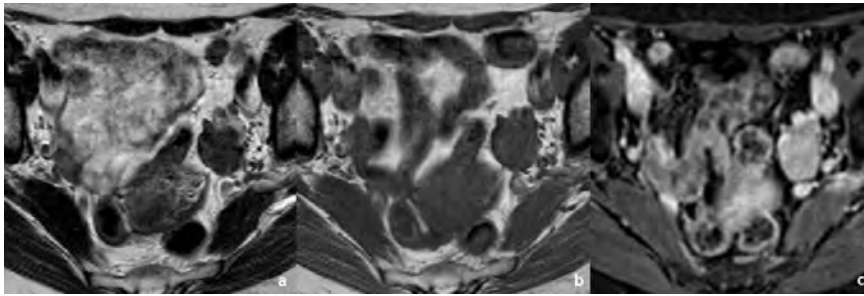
Mulher de 58 anos com tumor de Brenner do ovário esquerdo. A RM pélvica com sequências axiais ponderadas em T2 (a), T1 (b) e T1 com supressão de gordura, após administração de gadolínio (c) demonstra lesão sólida com hipossinal heterógeno em T2 (a), e T1 (b) e captação moderada de contraste, compatível com tumor de Brenner (setas).
